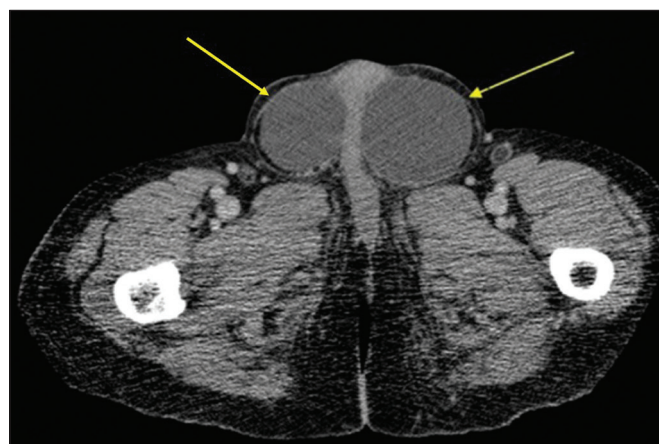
Tomografia computadorizada axial sem contraste em paciente cirrótico com ascite e grandes hérnias inguinoescrotais contendo líquido ascítico.
